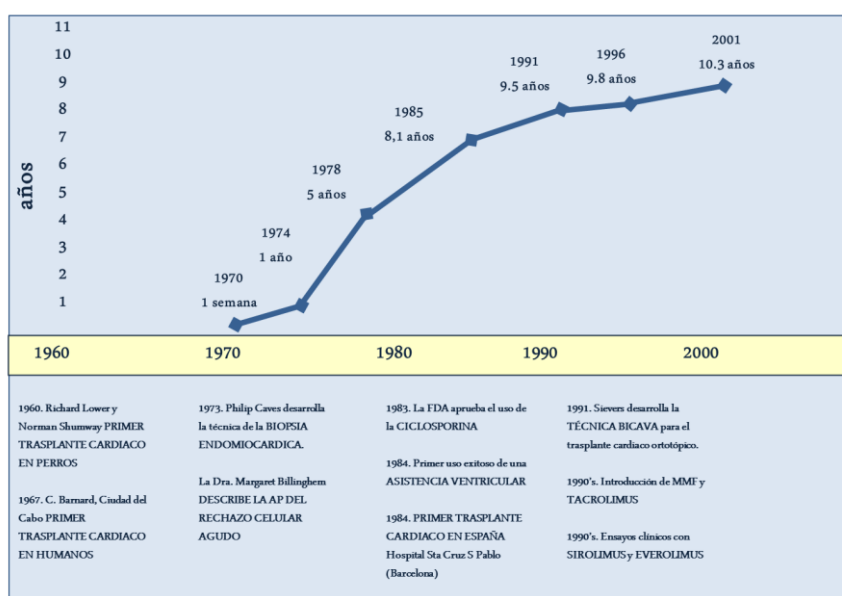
Progreso y curva de supervivencia del paciente TC a lo largo del tiempo
